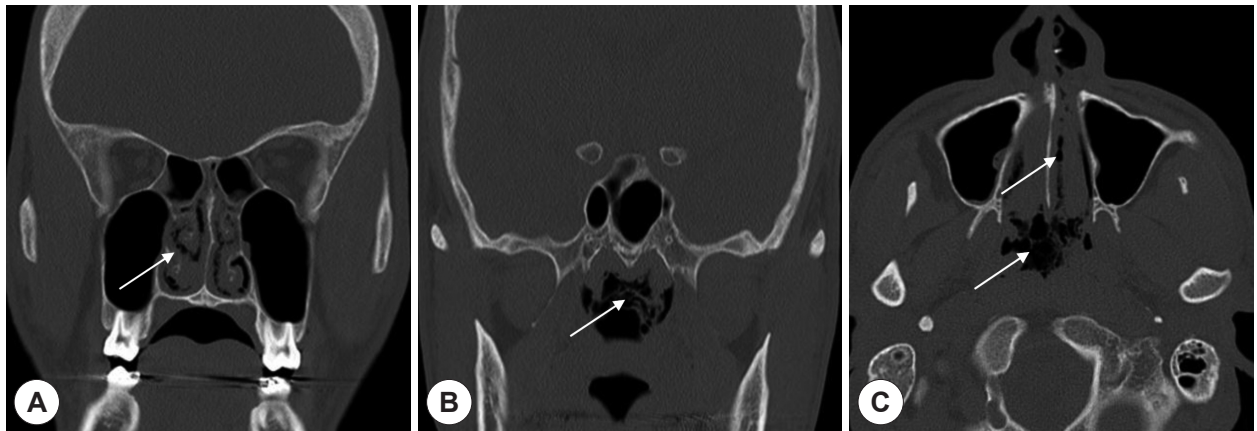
PNS CT with noncontrast. Soft tissue densities with air bubbles sign (white arrow) were observed in the nasal cavity and the nasopharynx which were shown at coronal view (A), (B) and axial view (C).
